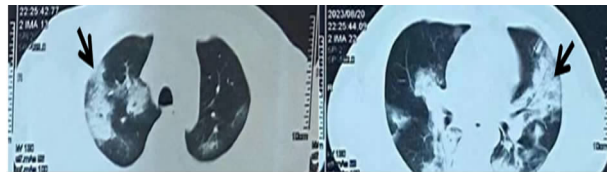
8 月 20 日 CT(注:箭头指示为双肺炎症改变)
